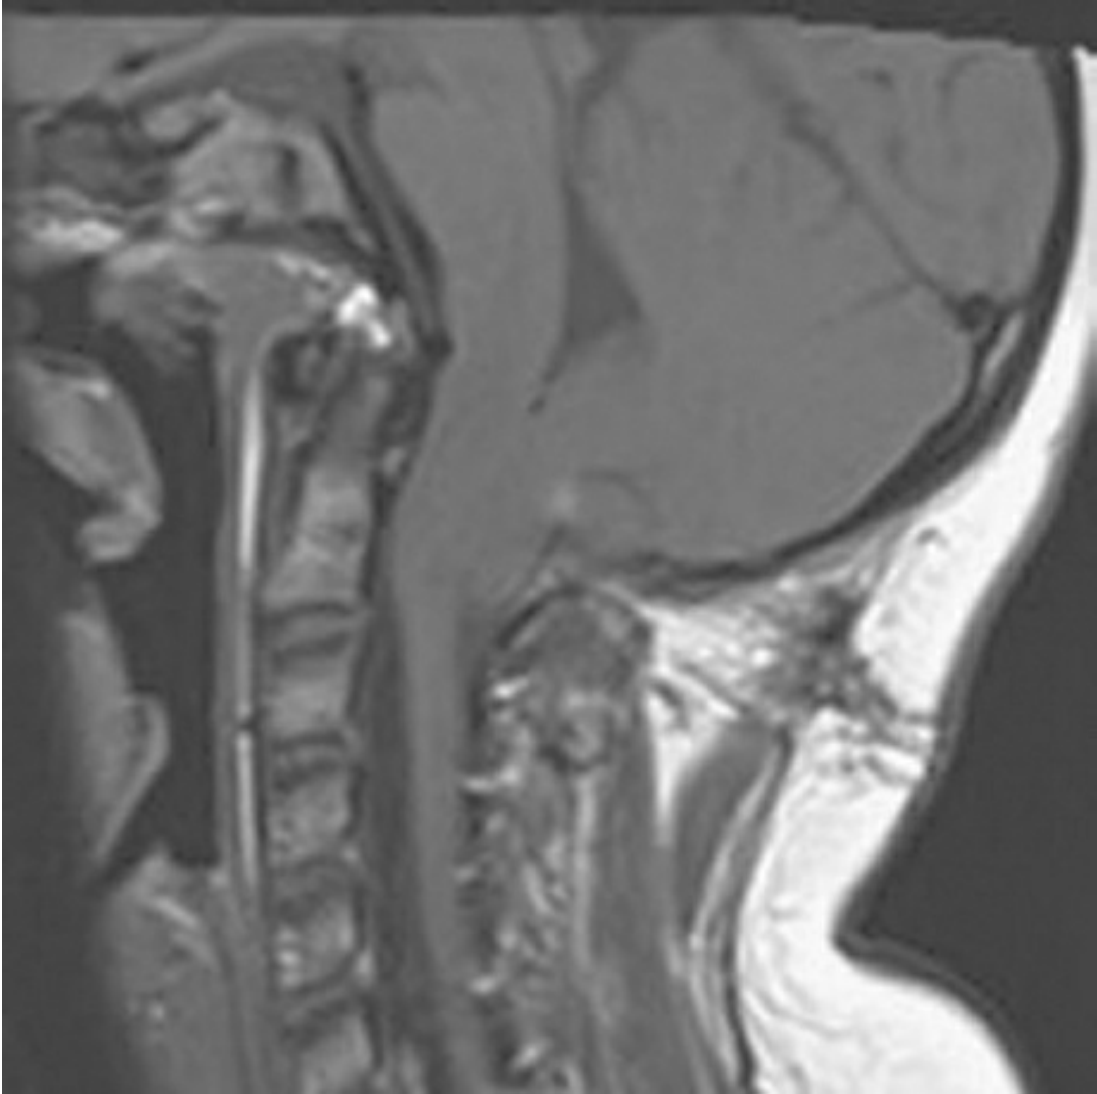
Corte sagital de resonancia magnética nuclear ponderada en T1.
